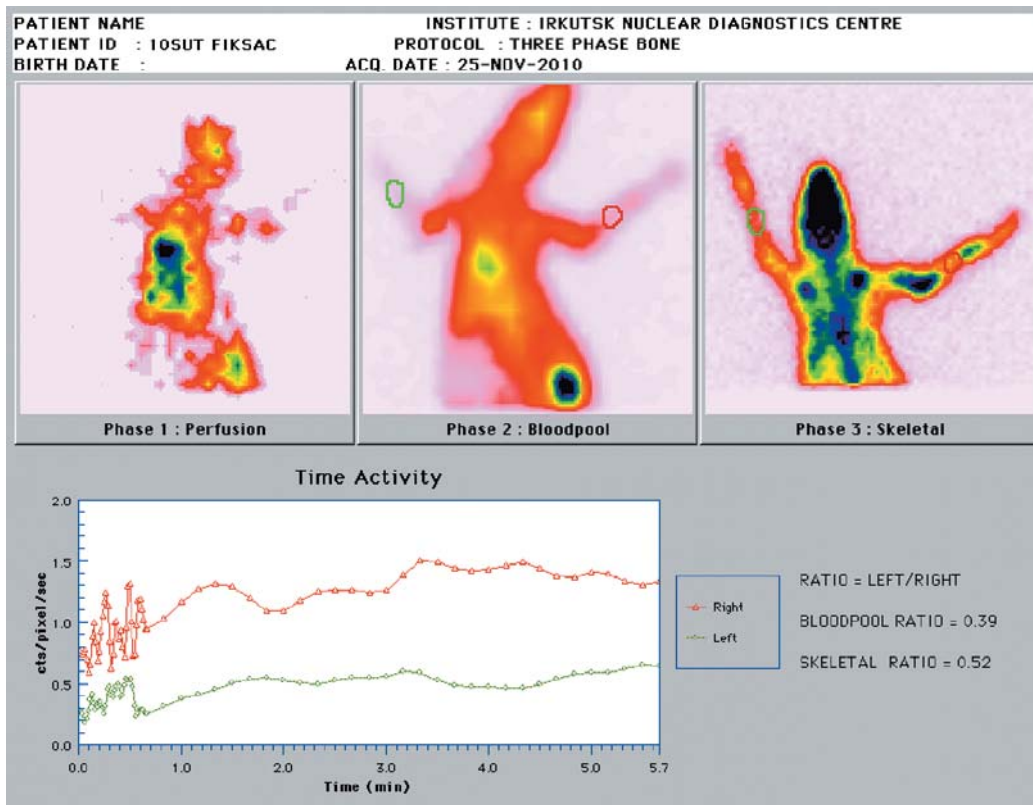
Остеосцинтиграмма 10-х суток фиксации (кролик №8).
